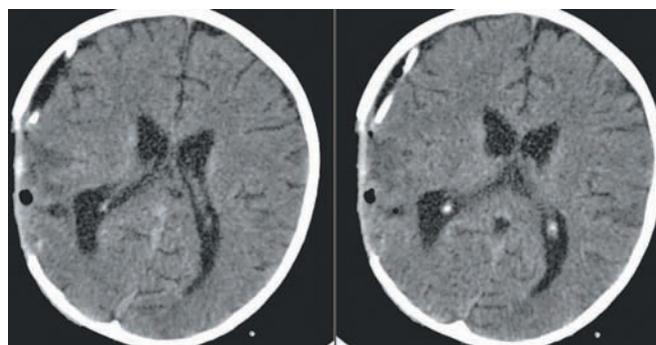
МСКТ. 5-е сутки после второй операции. В проекции костного дефекта пролапса мозга нет. Просматриваются дренажи в субдуральной полости и в ложе резецированного некротического участка мозга. Уменьшение субдуральной гигромы над правым полушарием большого мозга.
